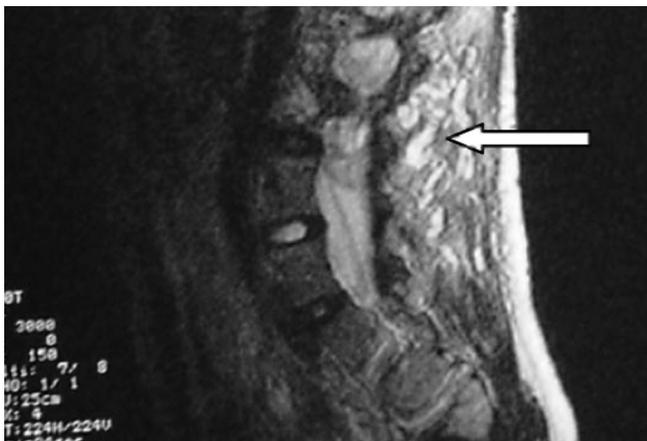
МРТ-картина злокачественной шванномы в паравертебральной области у пациентки М., 14 лет
